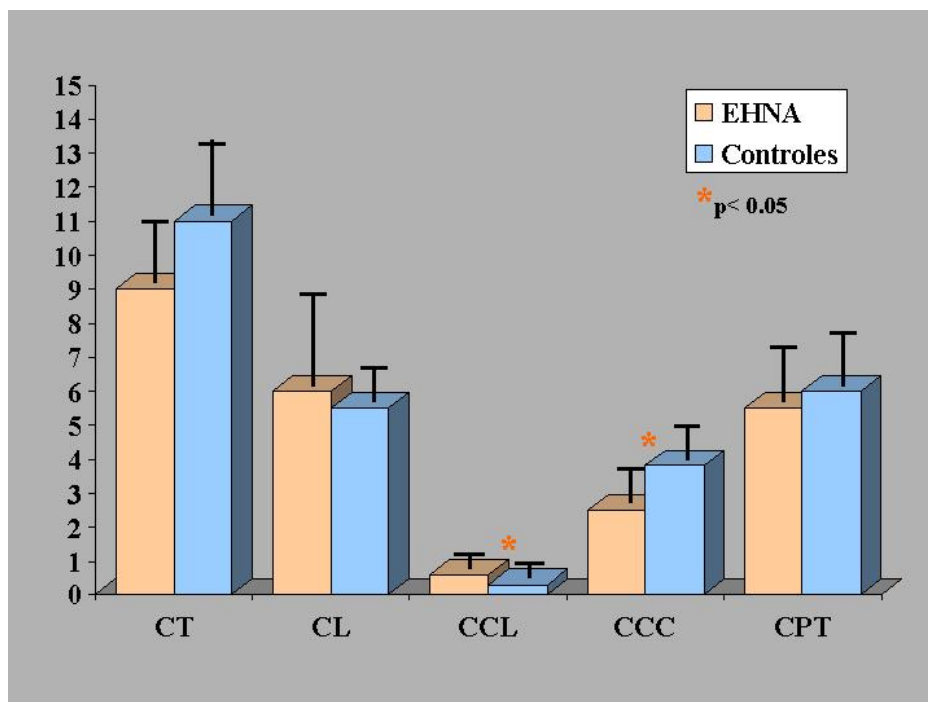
Concentración hepática de carnitina total (CT), carnitina libre (CL), ésteres de carnitina de cadena larga (CCL), ésteres de carnitina de cadena corta (CCC), y carnitin-palmitoil-transferasa (CPT). Unidades: nmol/mg para CT, CL, CCL y CCC; nmol/min/mg para CPT. * $p < 0.05$
